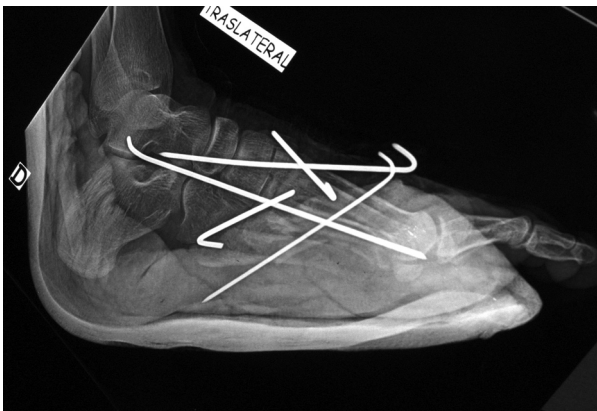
RADIOGRAFIA LATERAL POSQUIRURGICA DE OSTEOSINTESIS LUXOFRACURA DE LISFRANC DERECHA
